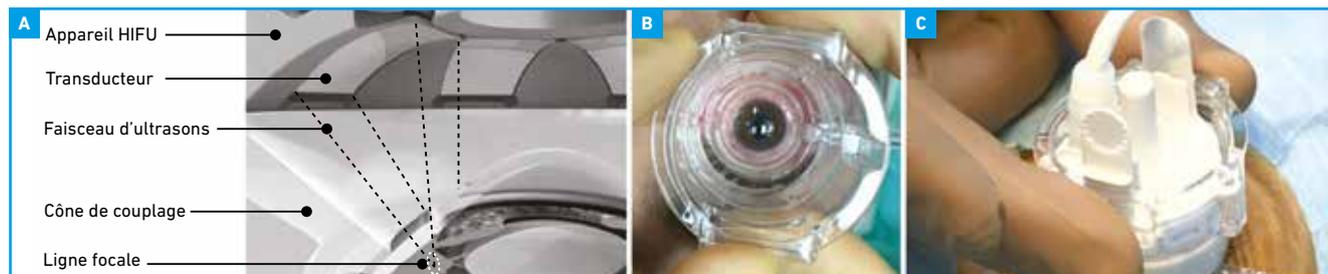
Vue en coupe montrant la focalisation d'un faisceau d'ultrasons au travers de la paroi sclérale dans le corps ciliaire sous-jacent (A). Positionnement et centrage sur un œil (B et C).
